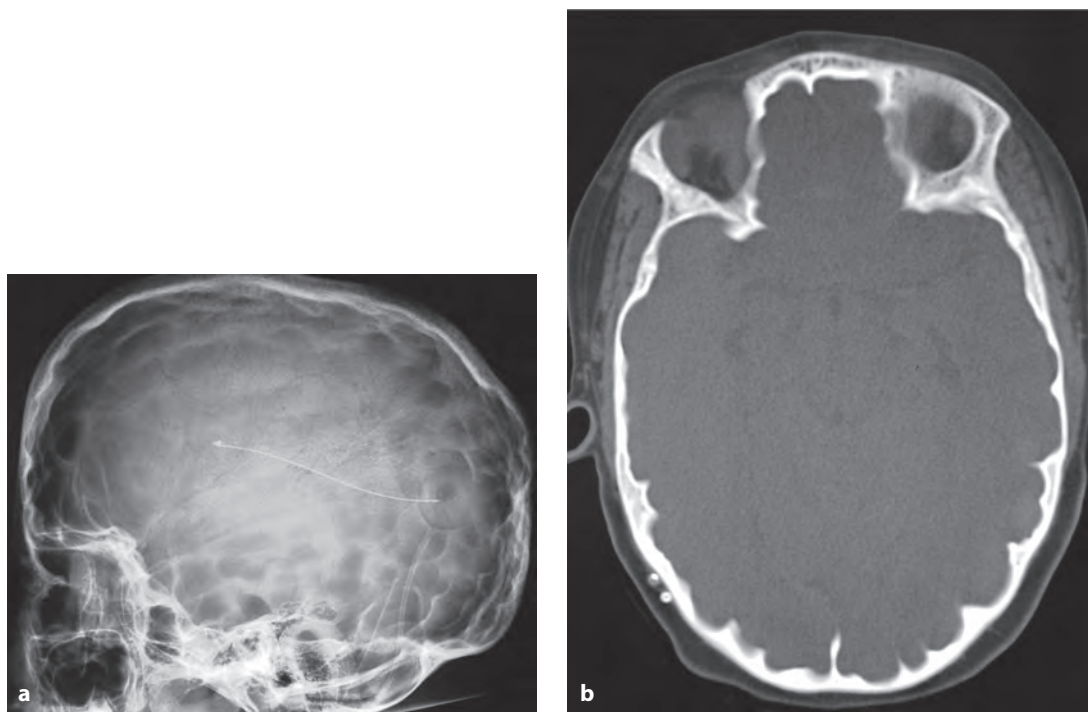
Мальформация Арнольда–Киари II/лакунарный череп. На боковой рентгенограмме (а) и аксиальной КТ (б) выявляются множественные вдавления на внутренней пластинке черепа.
